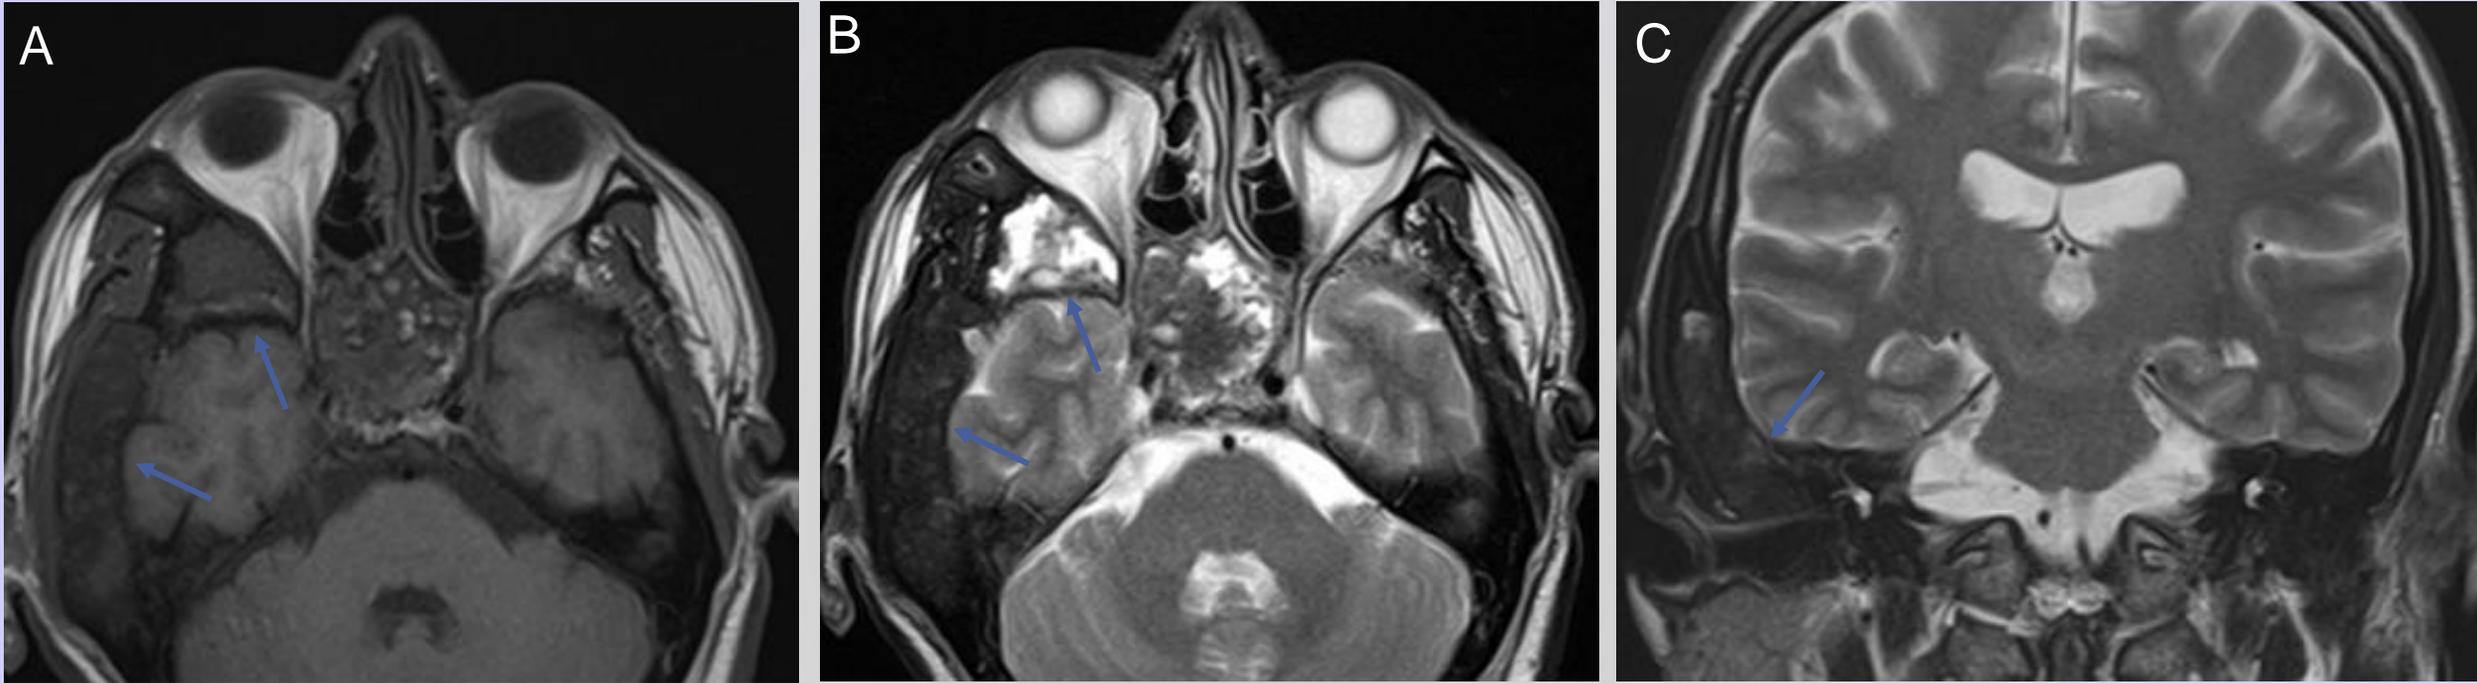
Resonancia de cerebro corte axial T1 (A), axial T2 (B) y coronal T2 (C). Se visualiza alteración de la señal ósea normal isointensa en T1 e hipointensa en T2 de escama, mastoides y pirámide petrosa derecha con importante ensanchamiento del espacio diploico sin alteración del diámetro del CAE y con respeto de la cápsula ótica. A su vez se reconoce engrosamiento del hueso esfenoide en cuerpo y ala mayor derecha con señal hipointensa heterogénea a expensas de áreas de mayor intensidad de señal en T2.
